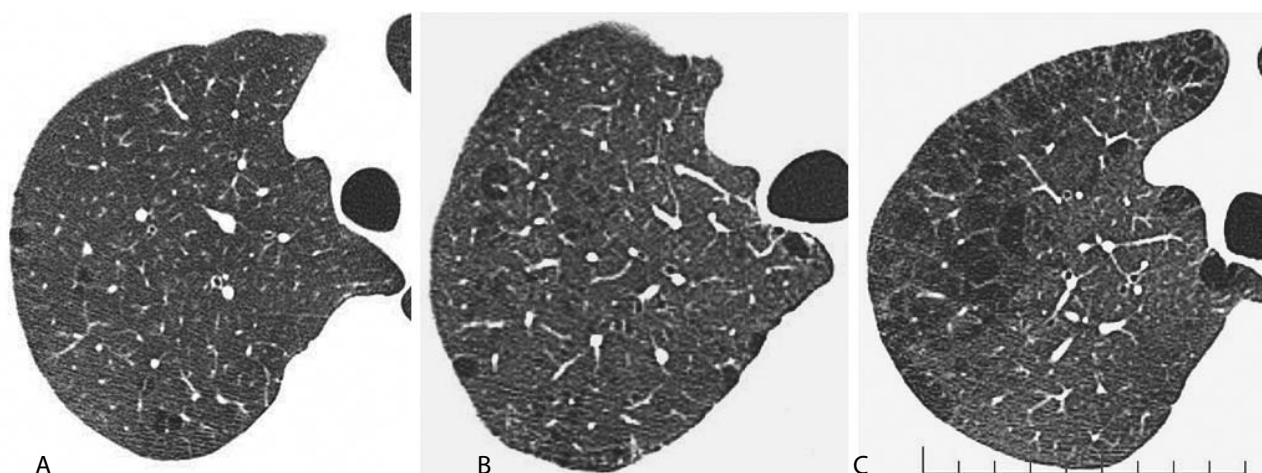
Зрізи МСКТ зі ступенями морфологічних змін у паренхімі легень (А — незначні, В — помірні, С — значні) (О. Hatayama et al; 2007).
